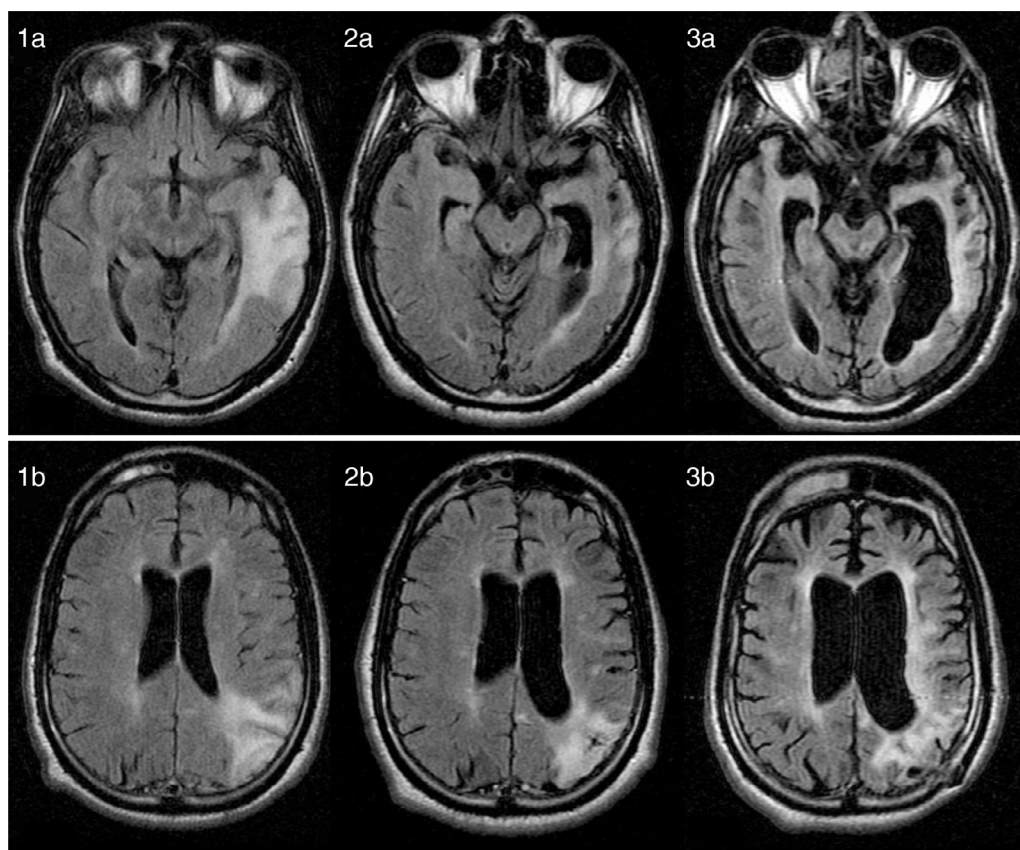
1.a y 1.b). RM axial FLAIR (12 meses después del inicio de los síntomas): áreas difusas hiperintensas corticosubcorticales en los lóbulos parietal y temporal. 2.a, 2.b, 3.a. y 3.b) RM axial FLAIR (26 meses y 8 años después del inicio de la clínica, respectivamente): evolución progresiva, con atrofia cerebral y de tronco severas y lesión difusa y extensa de la sustancia blanca periventricular.
